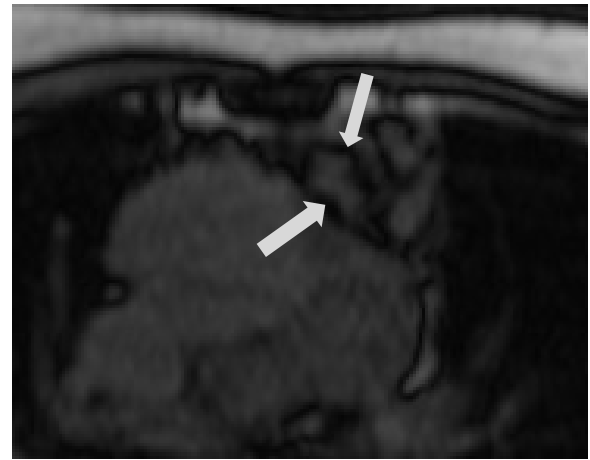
MRI : chemical shift image out-of-phase
